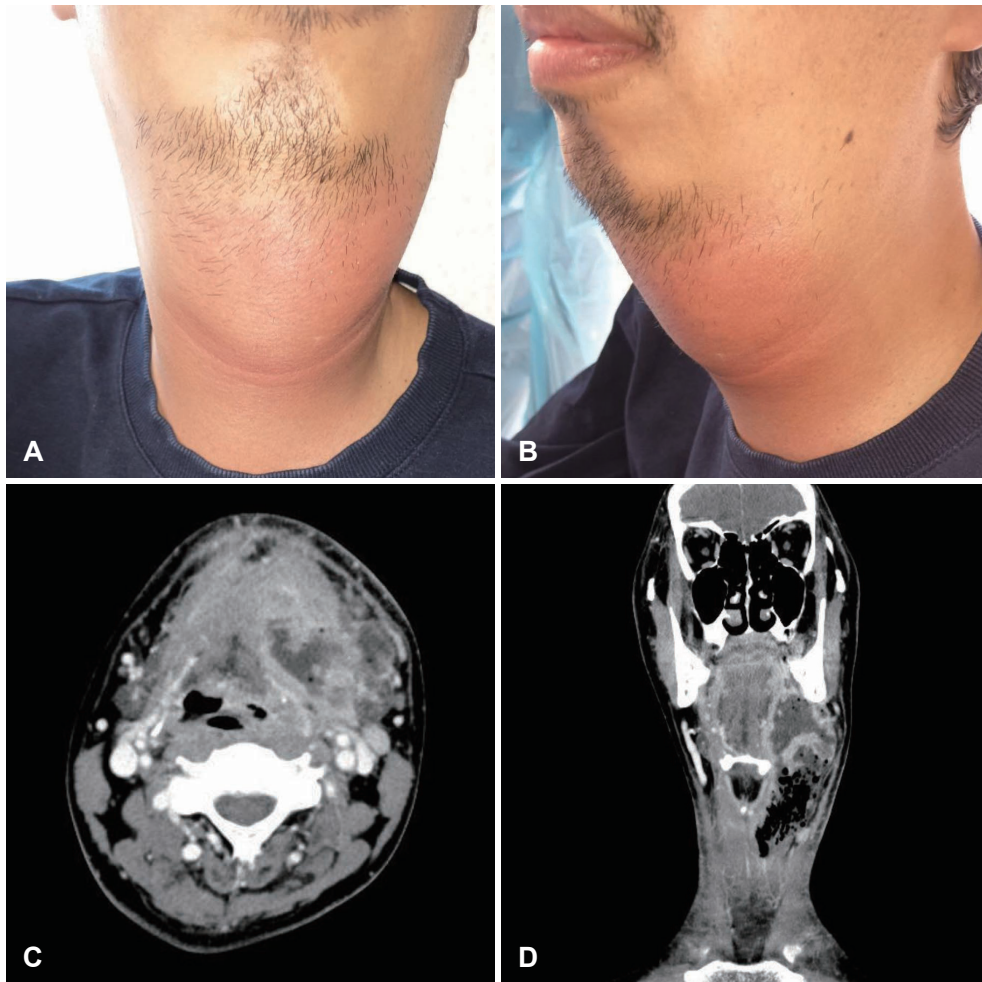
Physical examination and neck CT show deep neck space abscess. A and B: Diffuse tender swelling with injection at anterior neck and left submandibular area. C and D: Huge air contained abscess cavity was noted at submental space, submandibular space, anterior cervical space.
